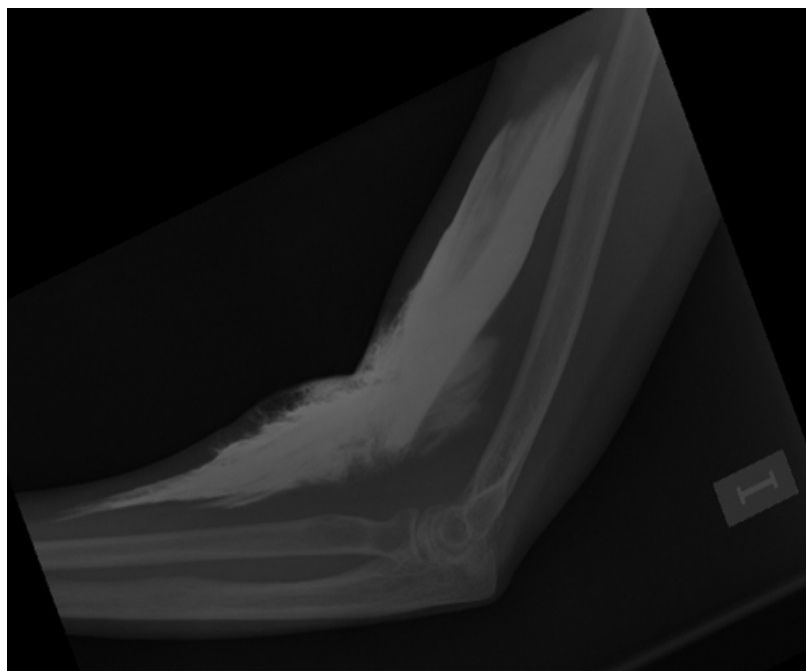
Radiografía simple de brazo y antebrazo derecho. Se observan elementos mixtos, es decir, hay signos de extravasación subcutánea y también compartimental o subfacial. Destacan, además, imágenes lineales que representan los fascículos musculares dentro del compartimento del bíceps.
